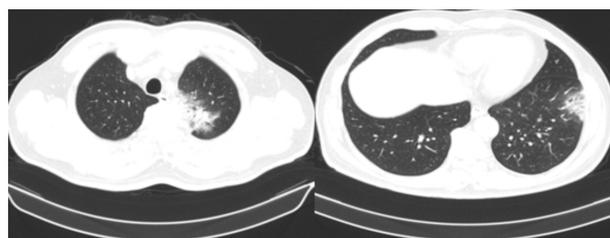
病例 2 入院时(2020-11-22)肺部 CT
